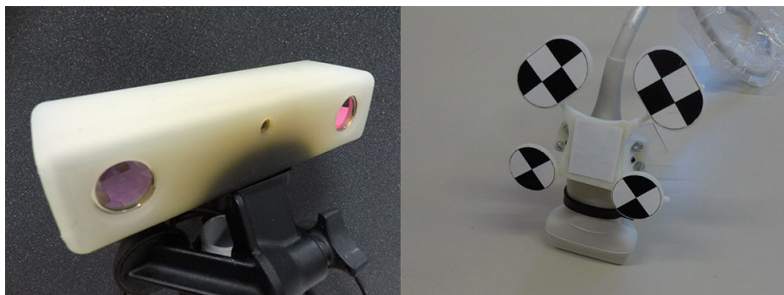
A sinistra è presenta la telecamera stereoscopica alla base del sistema di tracking, a destra i marker fissati alla sonda ecografica ed utilizzati per il rilevamento della sua posa.
